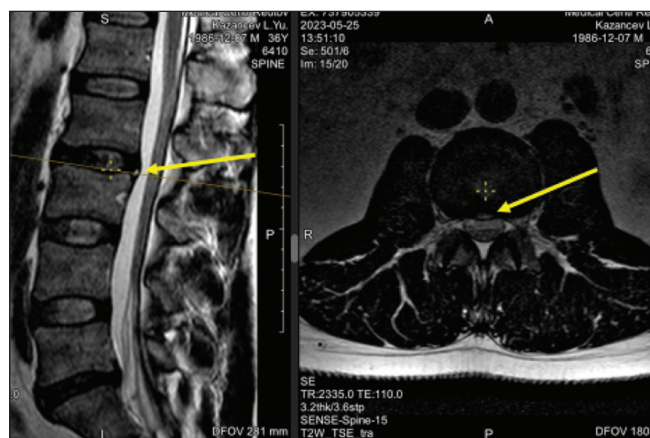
МРТ пациента Н., 34 лет. ЗВИС в задних отделах ФК МПД L_{II–III} в сагитальной и аксиальной проекциях, соответствующая поперечной трещине (указана стрелками)
